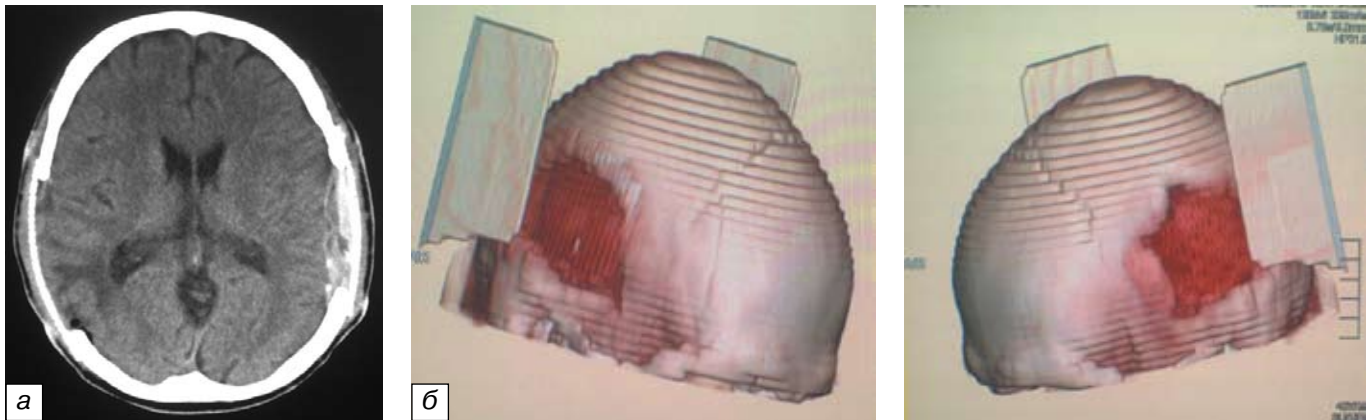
Послеоперационная компьютерная томограмма: *a* — аксиальный срез; *б* — 3D-реконструкция. Дефекты костной ткани закрыты пластиной «Реперен».
